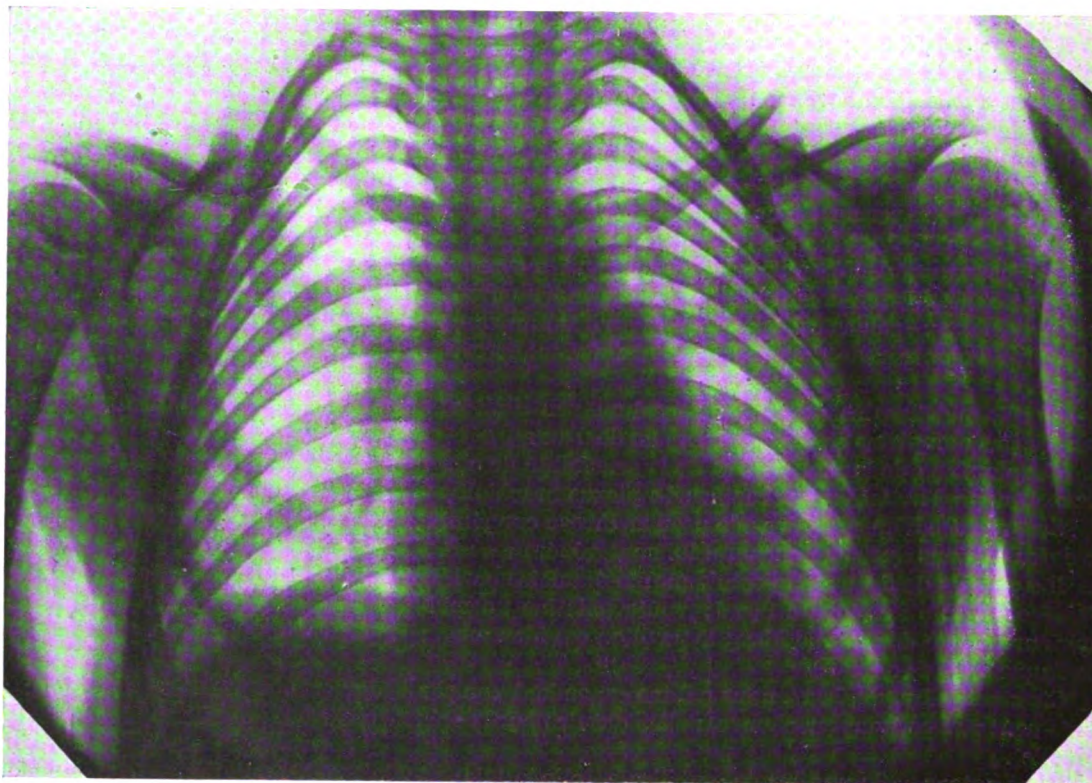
Radiographie du thorax montrant la lésion des clavicules.
